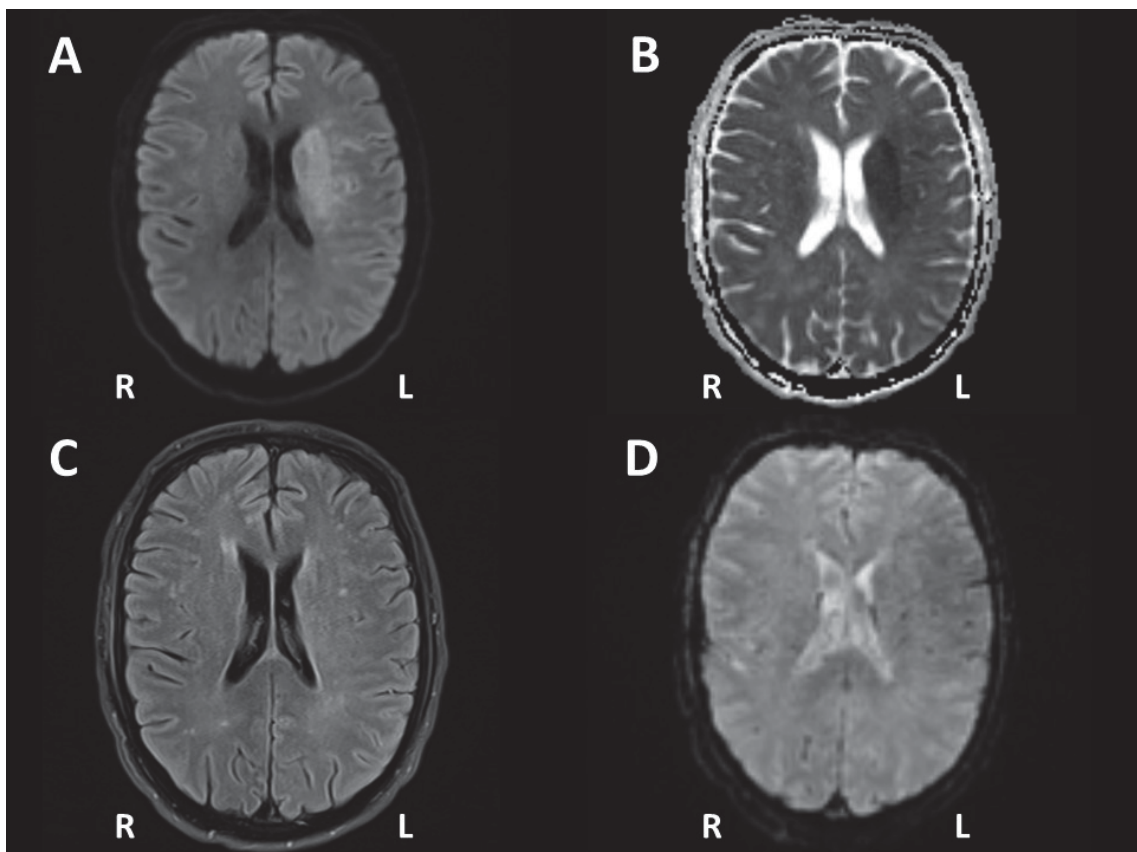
Stroke MRT-Protokoll
